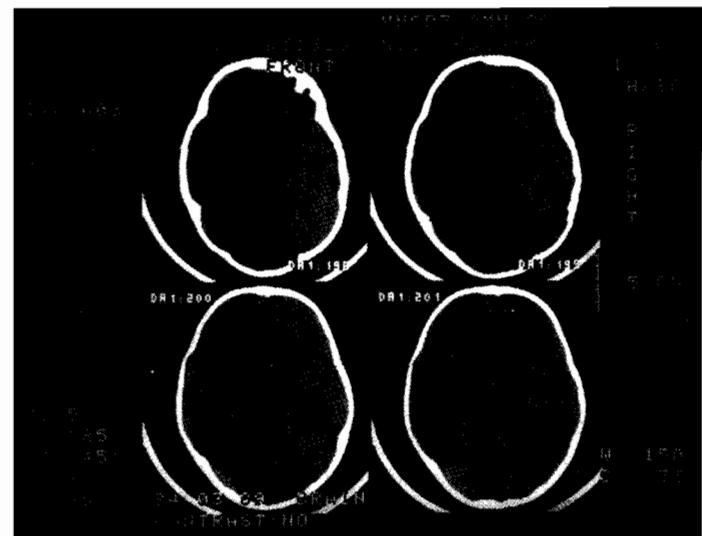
Магнитно-резонансная томография головного мозга больной в возрасте 16,9 лет (пояснение в тексте).
